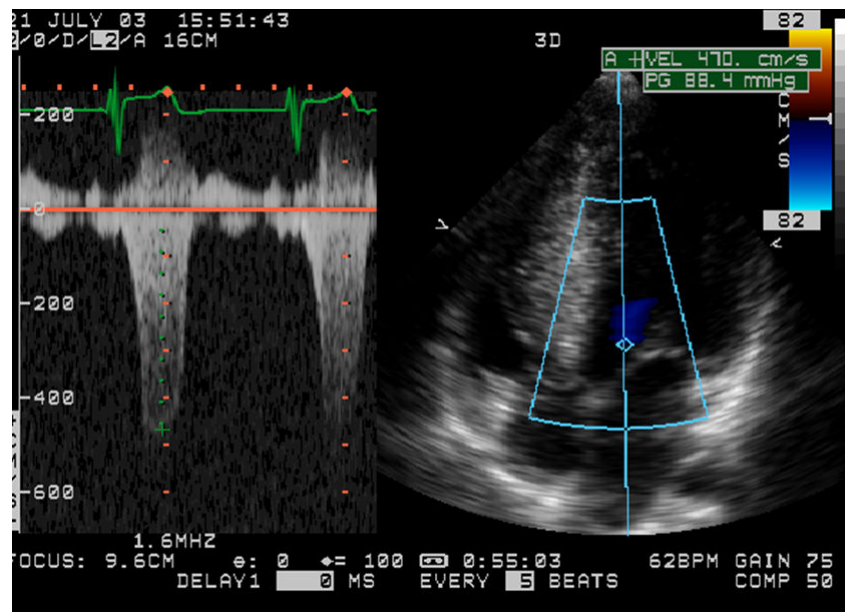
Espectro Doppler evidencia gradiente sistólico entre a VSVE e a aorta, de 88mmHg
